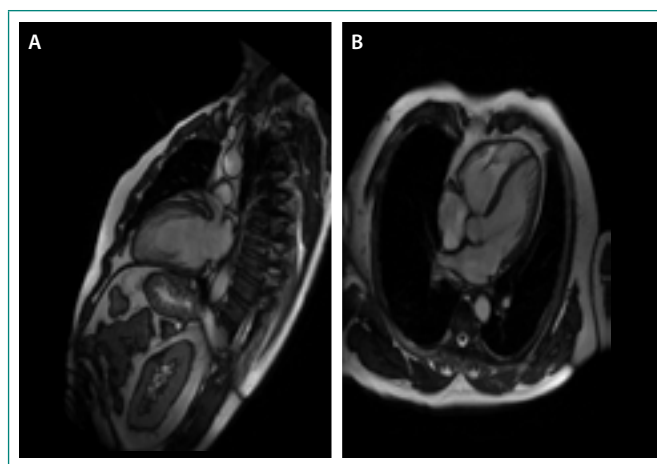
Imagen de resonancia cardíaca. Corte apical de dos cámaras (A) y cuatro cámaras (B) en telediástole. Se objetiva un ventrículo izquierdo de pared engrosada, con hipertrabeculación, una capa subepicárdica delgada de miocardio compactado y una capa subendocárdica engrosada de miocardio no compactado
